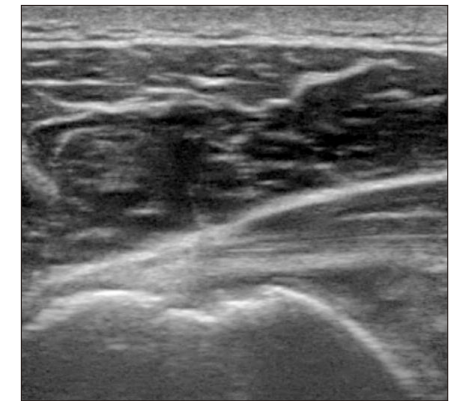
生理的陥凹normal sulcus(超音波画像)
